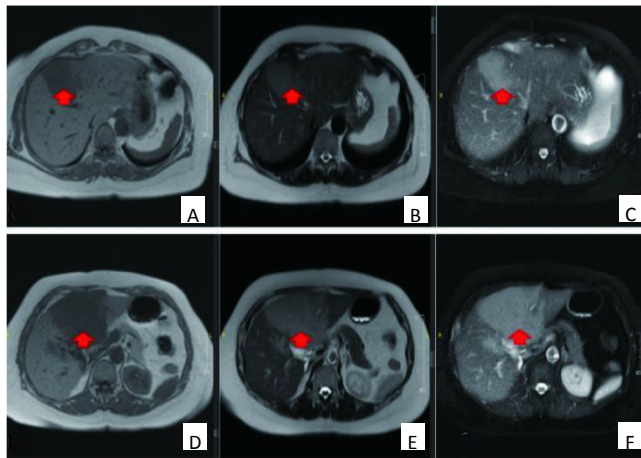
61岁女性原发性肝脏神经内分泌肿瘤患者肝脏MRI平扫图
